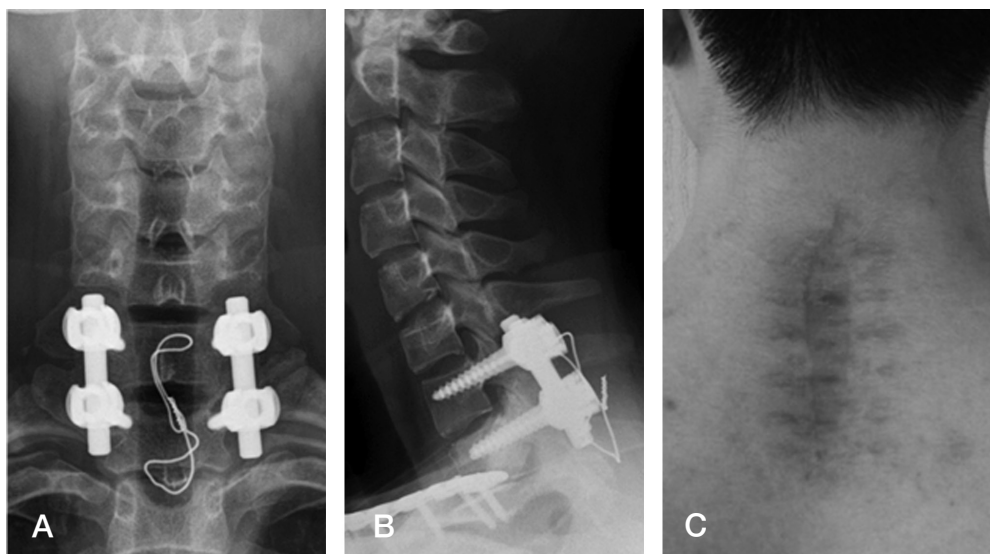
(A-B) Anteroposterior and lateral views of plain radiographs and clinical photo taken after one year follow-up.
